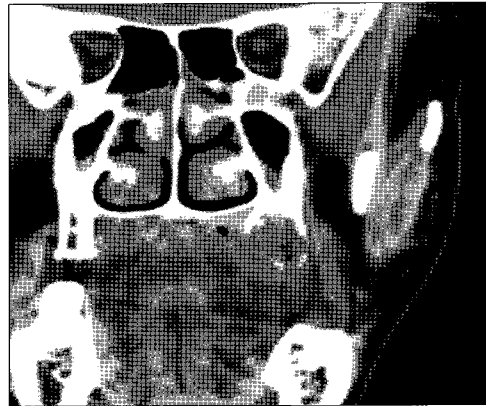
Preoperative panoramic and CT view : bony involvement of the left posterior maxilla.
